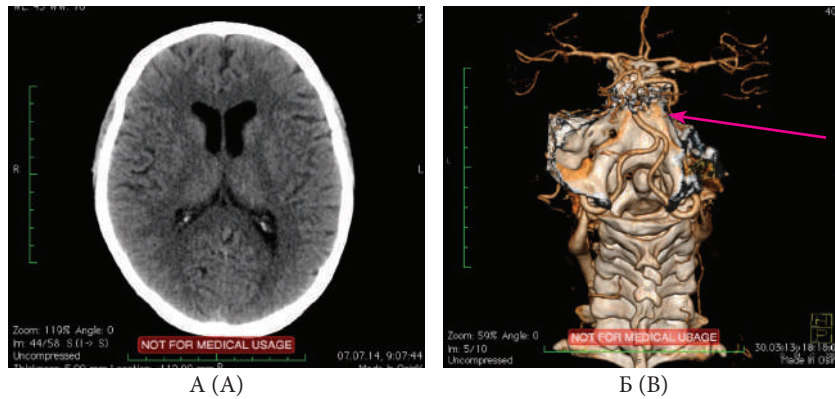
Динамика изменений перфузии в послеоперационном периоде, пациентка М., 47 лет, состояние после эмболизации аневризмы базилярной артерии, исследование через 12 мес (А–В) и 24 мес (Г) после операции.
